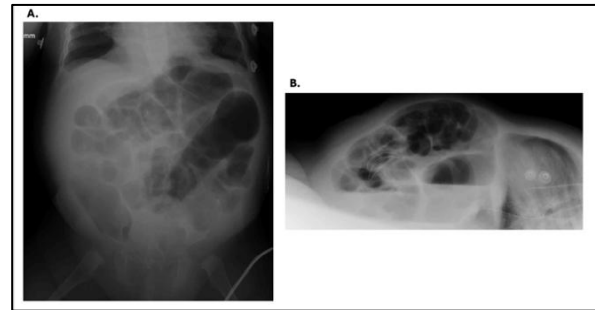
Radiografía de abdomen simple. A) Imagen anteroposterior B) Imagen lateral
